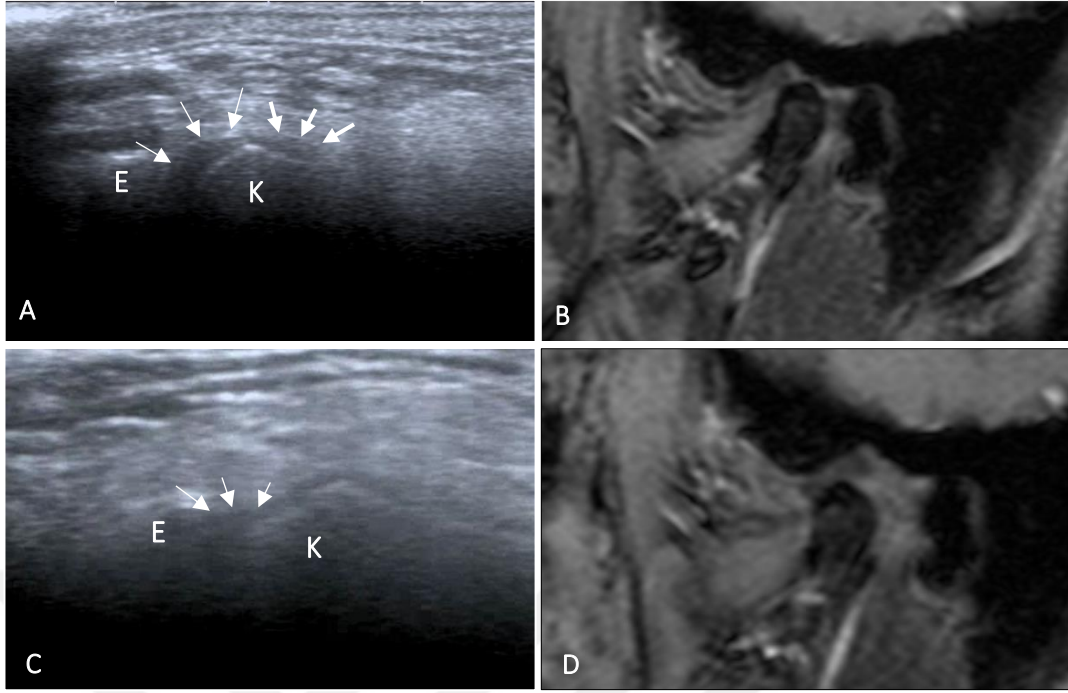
USG’de redüksiyonlu disk deplasmanı, MRG’de normal TME tanısı konulan 28 numaralı hastanın sağ TME’sinin ağız kapalı pozisyonda USG (A) ve MRG (B, D) görüntüsünde efüzyon kalın oklarla gösterilmiştir. Efüzyon bölgesi USG’de diskin anterior bandı olarak değerlendirilmiş ve disk anteriorda olarak yorumlanmıştır. Ağız açık pozisyonda disk normal konumda görüntülenmiştir (C). (USG görüntülerinde üst: anterior, sol süperior)
